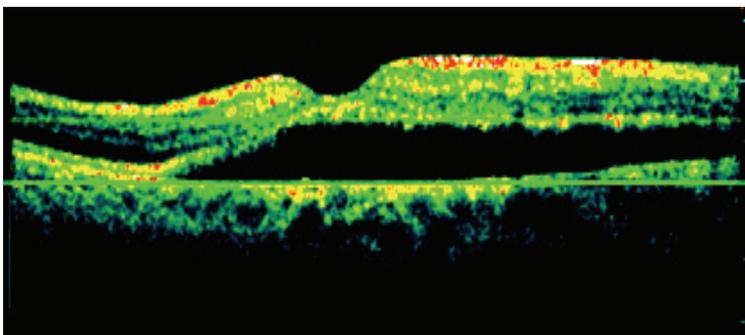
coupe tomographique passant par la macula montrant un décollement séreux rétinien
